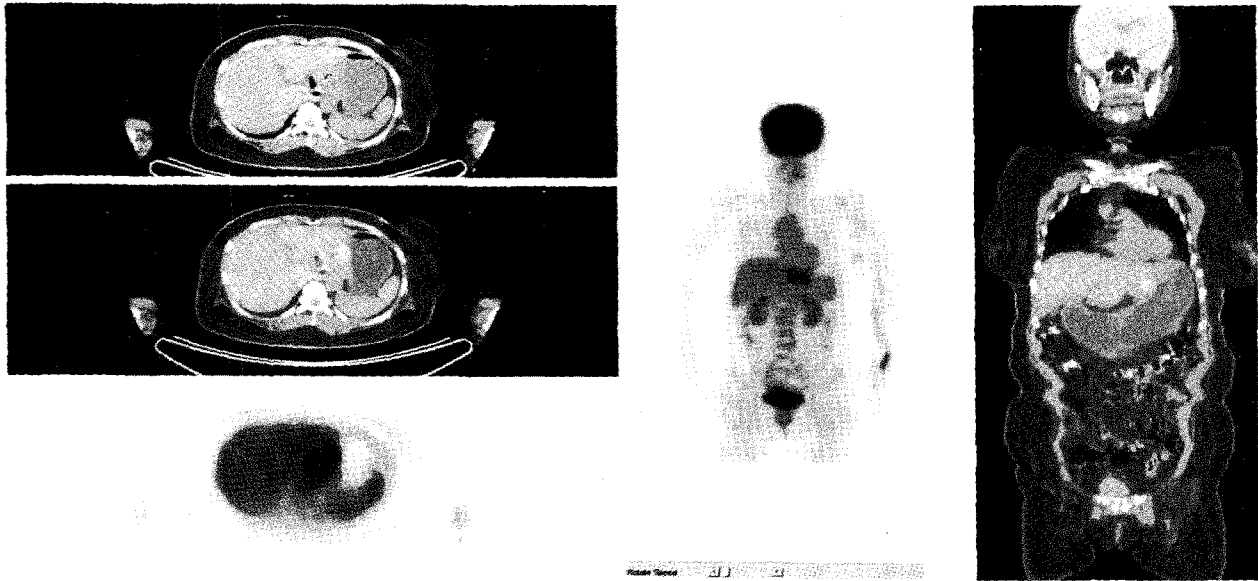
Fusion PET shows hypermetabolic mass (maxSUV 13.4) in the lower esophagus near esophagogastric junction.
